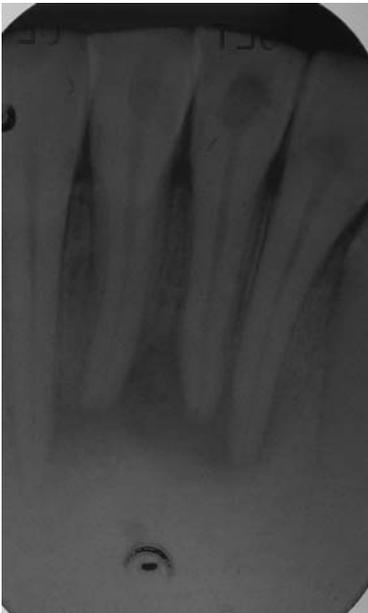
Рентгеновский снимок нижних резцов пациента, изображенного на рисунке 3.1.
